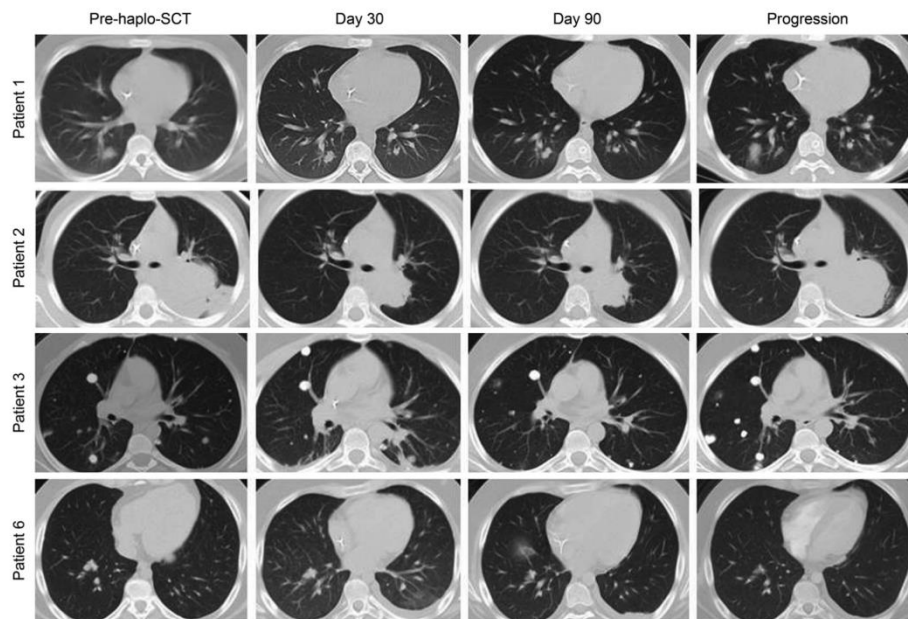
Left to right: thoracic computed tomography images before haplo-identical stem cell transplantation, at 30 and 90 days after IL-15-stimulated natural killer cell infusion and after progression of lung metastases. Patients 1, 2 and 6 achieved a partial response (30% size reduction of target lesions) and patient 3 had stable disease (no reduction of the target lesions). Patient 1 achieved a partial response with reduction in size of the right lower lobe nodule, followed by disease progression with increase in size of the right lower lobe nodule. Patient 2 achieved a partial response with a large reduction in size of the left lower lobe mass, followed by disease progression with an increase in size of the posterior mass. Patient 3 had stable disease with no changes in size of the lung metastases during the study period. Patient 6 achieved a partial response with reduction in size of the right lower lobe nodule, followed by disease progression with new pleural effusions and multiple new lung nodules (not shown).
